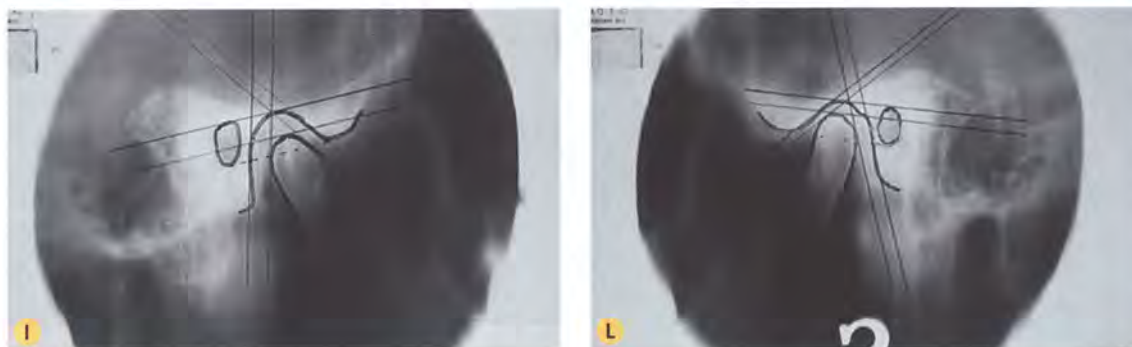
I-L. Controllo tomografico e cefalometrico della posizione condilo-fossa che appare centrale e stabile.
